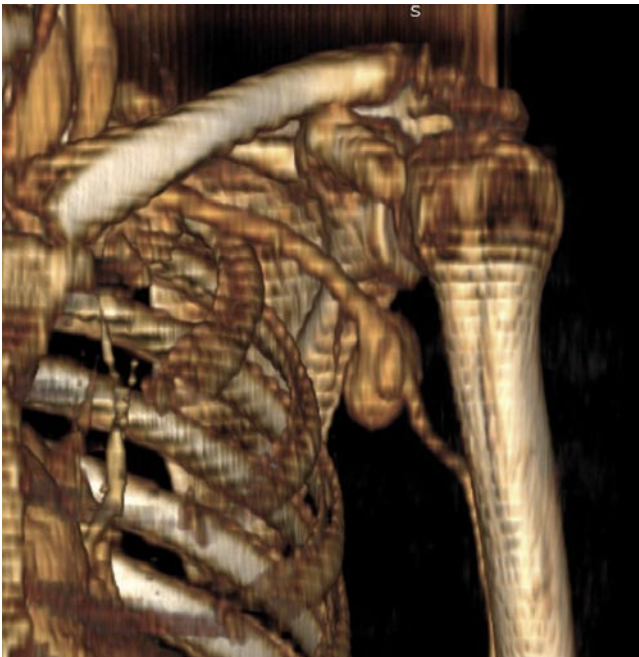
3D-моделирование. МСКТ-ангиография у пациента с посттравматической псевдоаневризмой.
